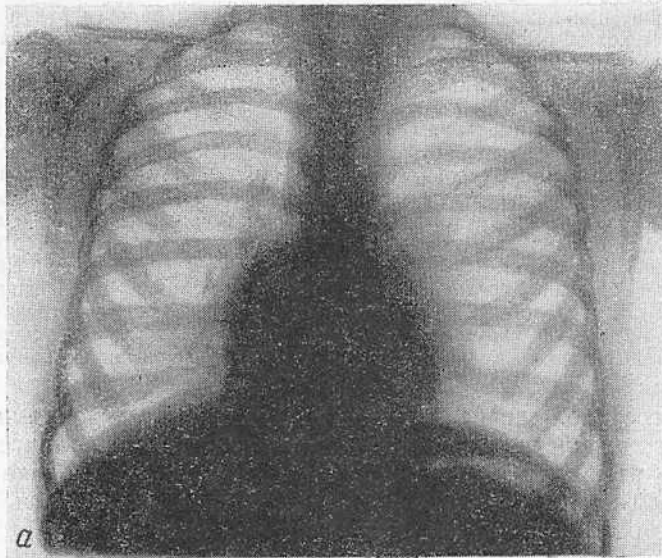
Рентгенограмма грудной клетки в передней проекции (а) и в лордотическом положении (б) ребенка 6 лет.
